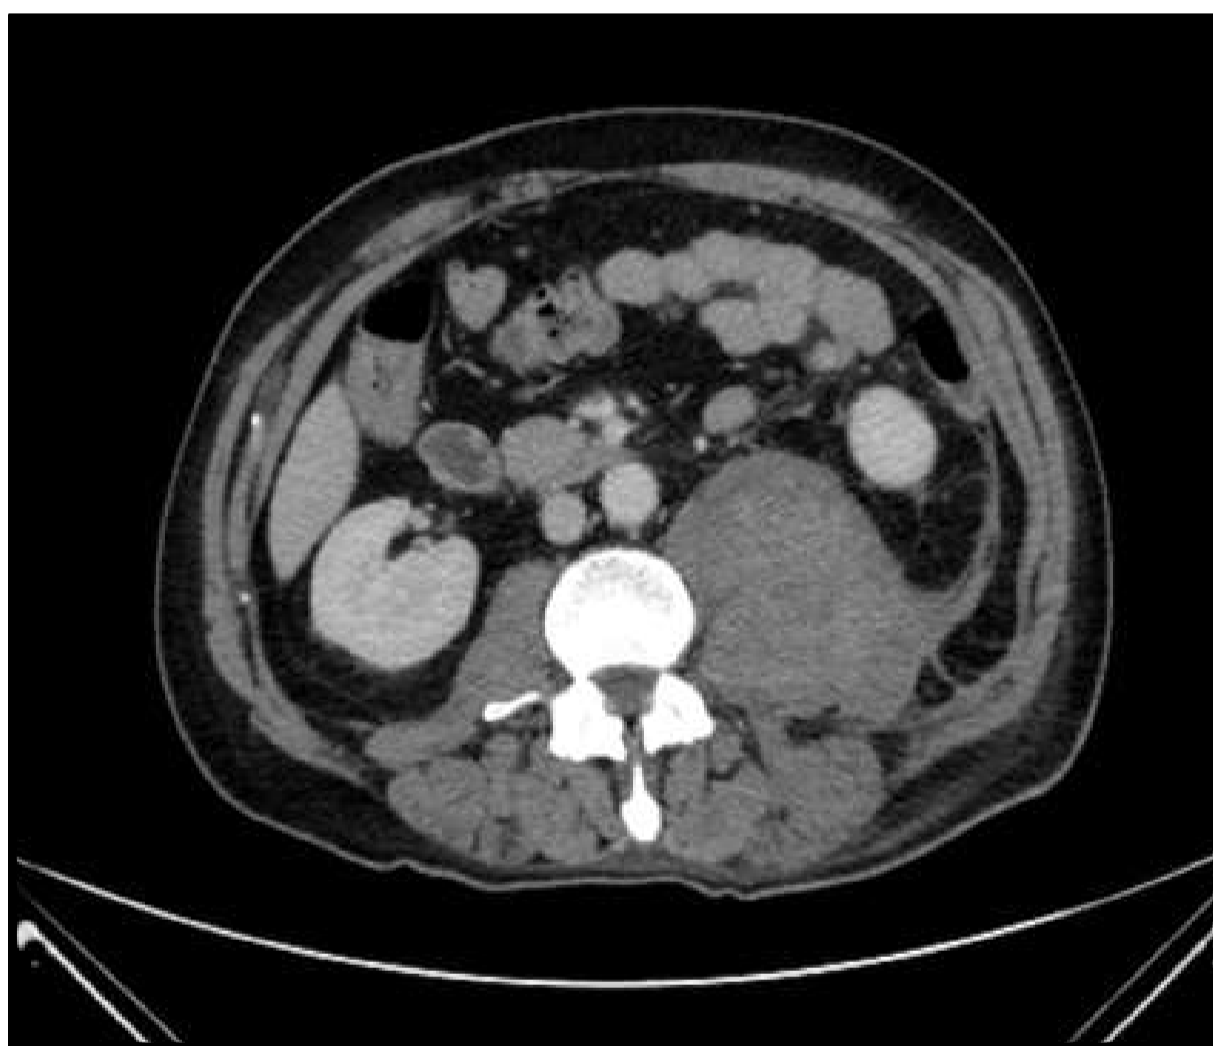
TAC abdomino-pélvica, que evidencia hematoma del músculo psoas ilíaco izquierdo
